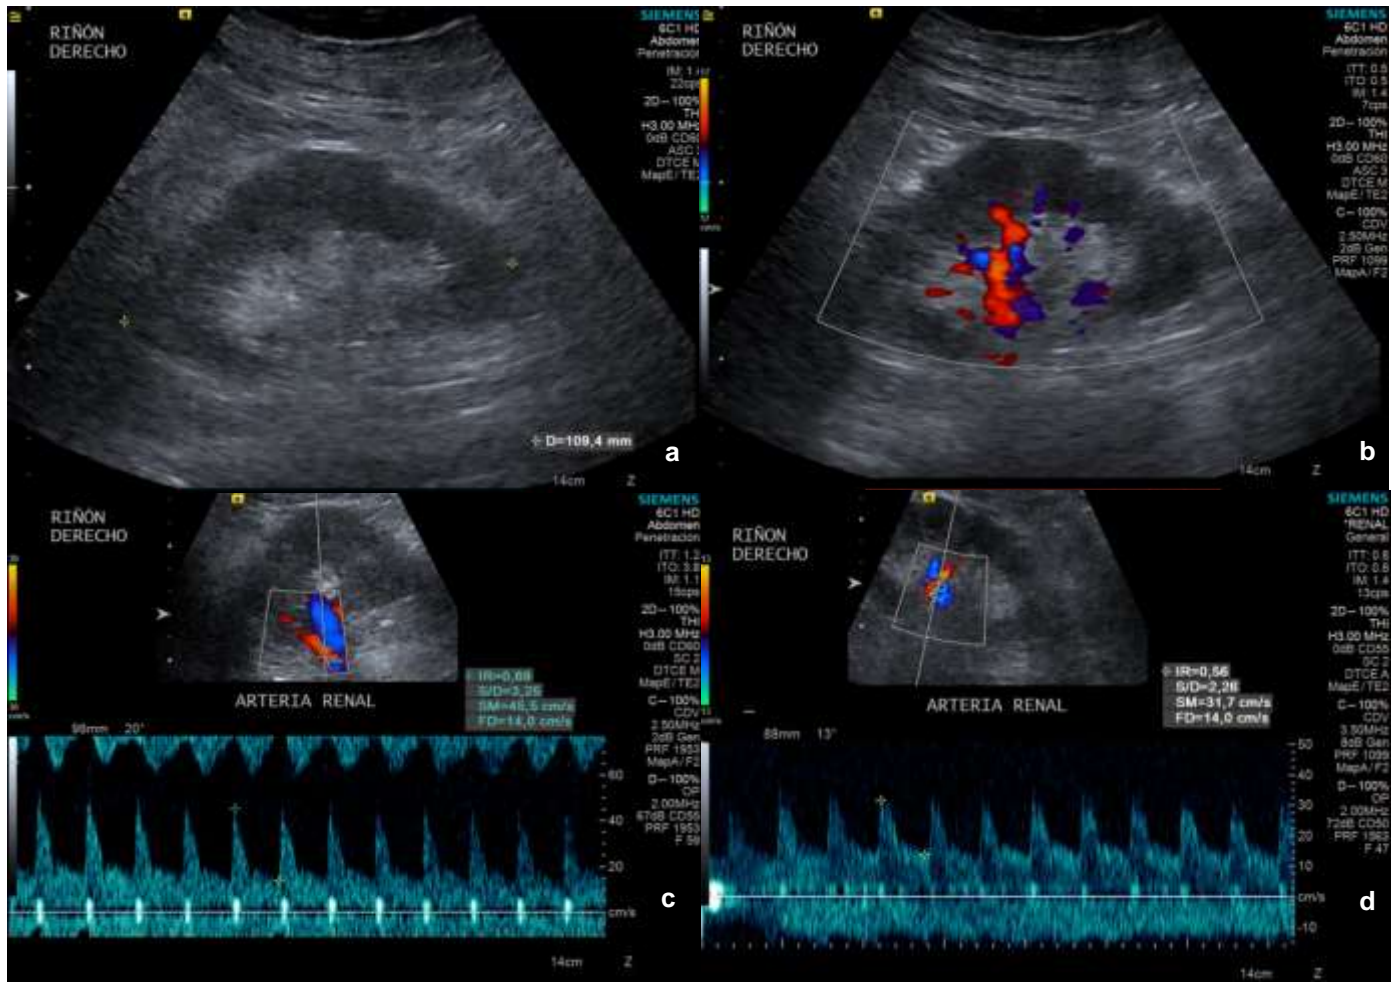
USG Doppler pulsado de riñones nativos en hombre de 49 años con urosepsis (SOFA 2) sin desarrollo de LRA. Crs de 0.9 mg/dL al momento de diagnóstico. a: morfología conservada. b: VIR grado 2. c: modalidad pulsado con IRRc de 0.70 d: USG de control a los 2 días, posterior a reporte de Crs de 1.00 mg/dL, con IRRc de 0.60 (*correlación lineal*).
